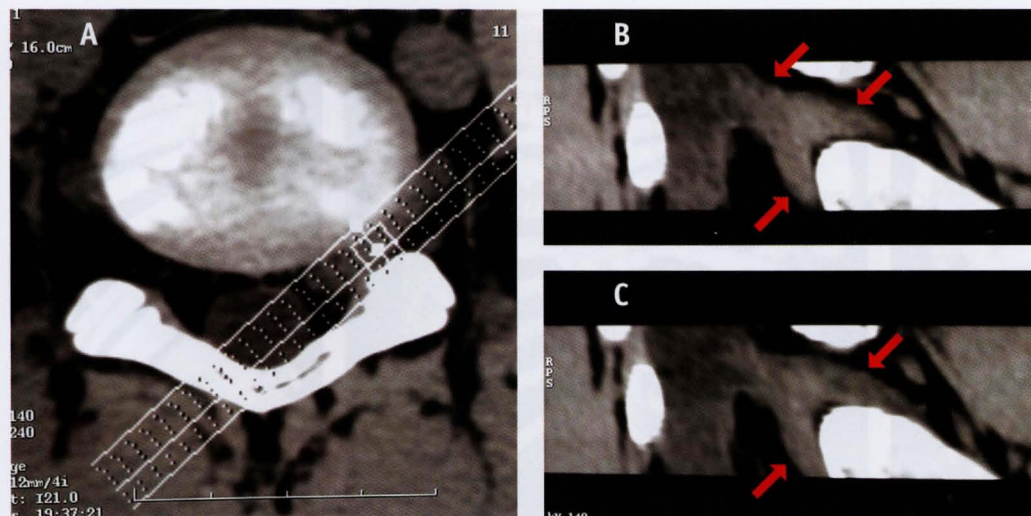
Raiz conjugada. TC *multi-slice* da coluna lombo-sacra. A) plano axial; B e C) plano sagital oblíquo demonstrando com grande definição e clareza a raiz conjugada.
